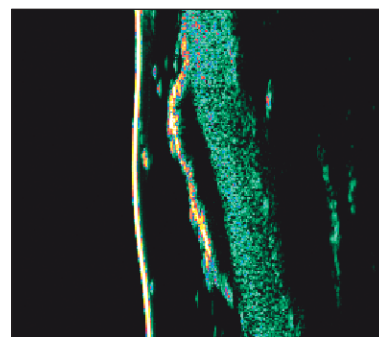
Sonografický obraz malígneho melanómu na zadnej strane ľavého ramena (1. pacient).
